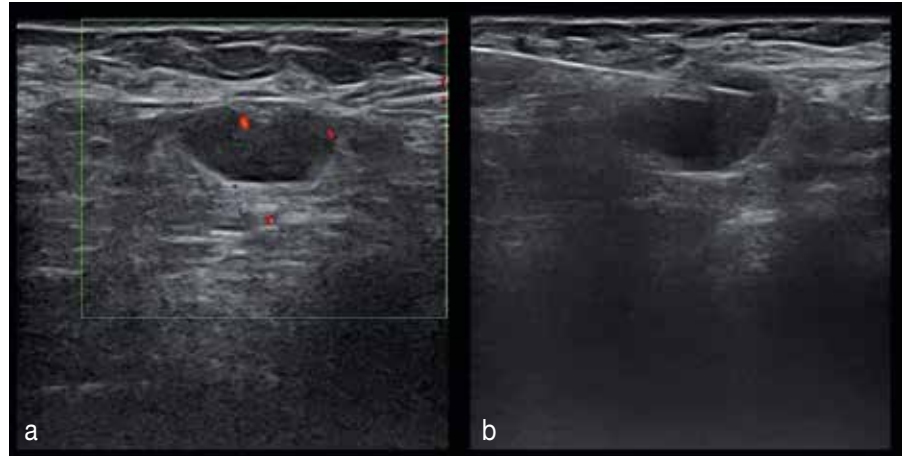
a) Sonografische Darstellung einer typischen Lymphknotenmetastase im axillären Level I, die als echoarme, glatt begrenzte Raumforderung mit vollständig aufgehobener Mark-Rinden-Struktur imponiert. b) Auf dem Bild wurde die Stanznadel im Lymphknoten dokumentiert
